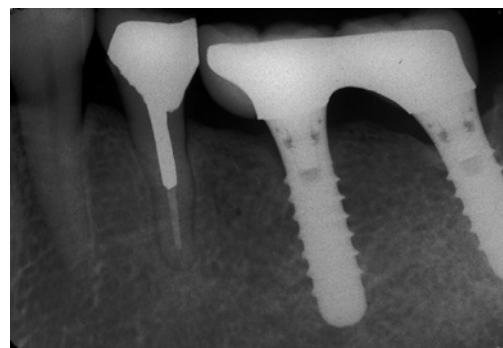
⑥⑦部にインプラント補綴後7年のデジタルX線写真
